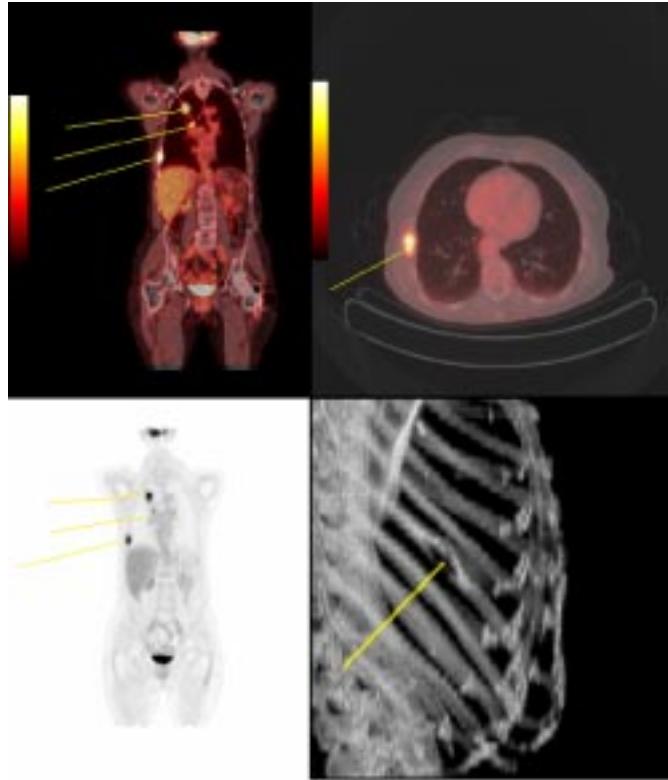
Поєднане ПЕТ–КТ-обстеження хворої Н., 76 р. Діагноз: Susp. Са верхньої частки правої легені
